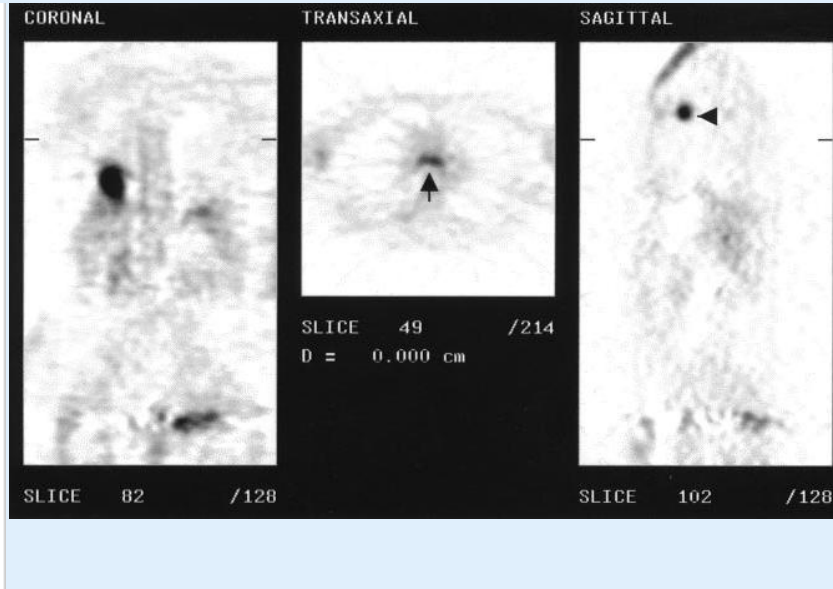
FIGURE Monitoring response to treatment using FDG-PET in a lymphoma patient treated with Zevalin. SOURCE: courtesy of Peter Conti, University of Southern California.
